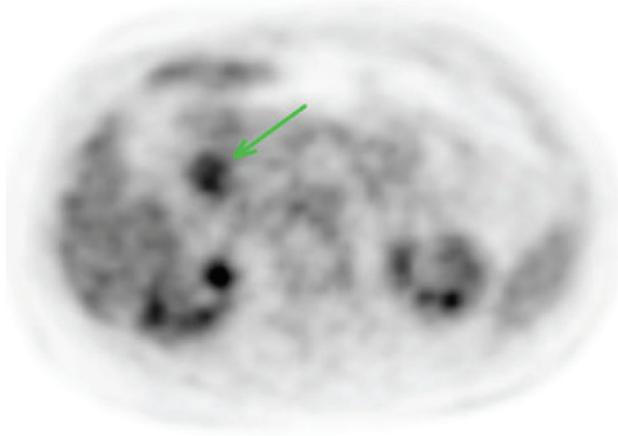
Estudo de PET/CT oncológico evidenciando captação de FDG em lesão nodular na topografia do bulbo duodenal.
